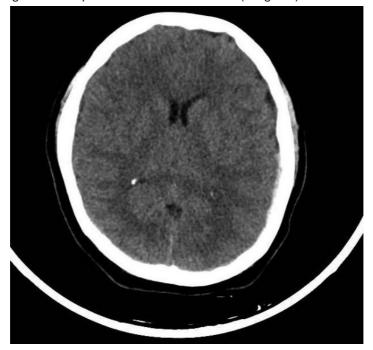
TC cráneo sin contraste.
